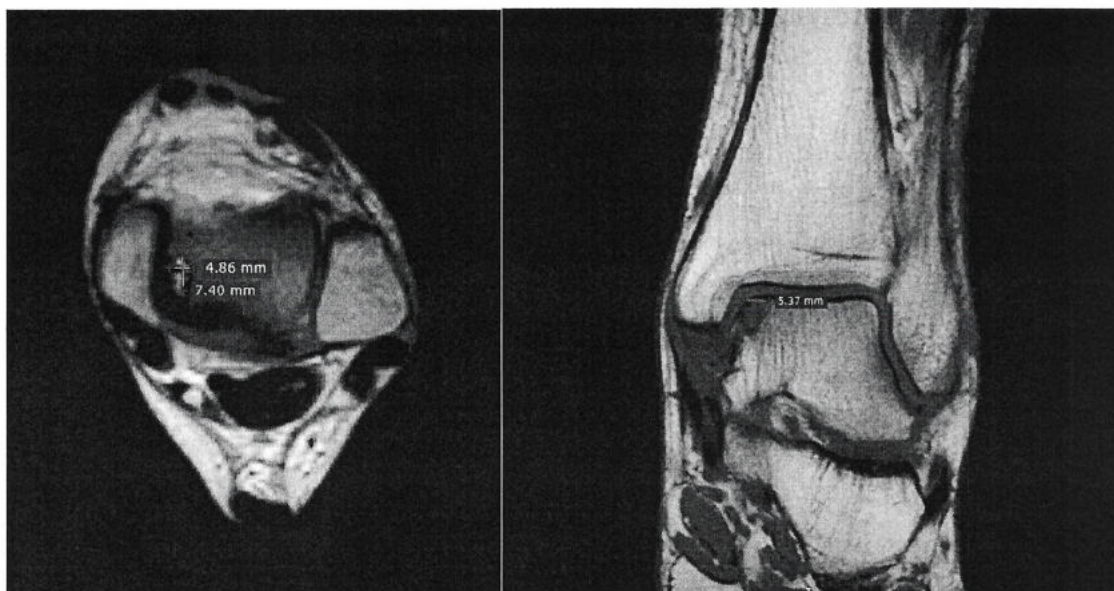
Пациентка Е., 56 лет. Обратилась в клинику с болями в голеностопном суставе. МРТ картина остеохондропатии таранной кости с глубоким поражением субхондральной кости. В медиальных отделах таранной кости определяется дефект, размерами 4,86x7,40x5,37 мм.
